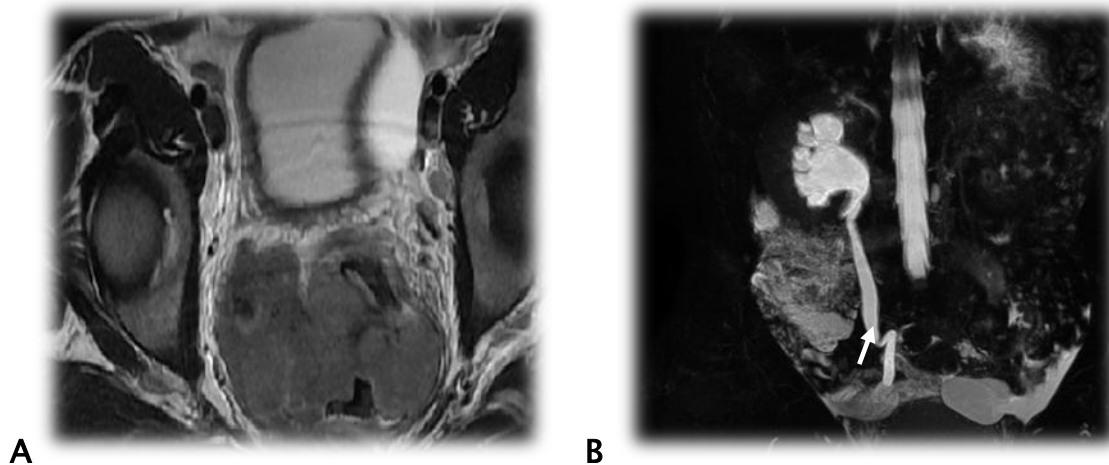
Extension urétérale.IRM coupes axiale (A) et 3D FIESTA (B). Patiente de 39 ans, carcinome épidermoïde du col utérin de 93mm de grand axe, avec large extension locorégionale (paramétriale bilatérale distale, vaginale dépassant les 2/3 supérieurs, vésicale) et urétérale droite avec UHN modérée d'amont respectant l'index parenchymateux (flèche).
